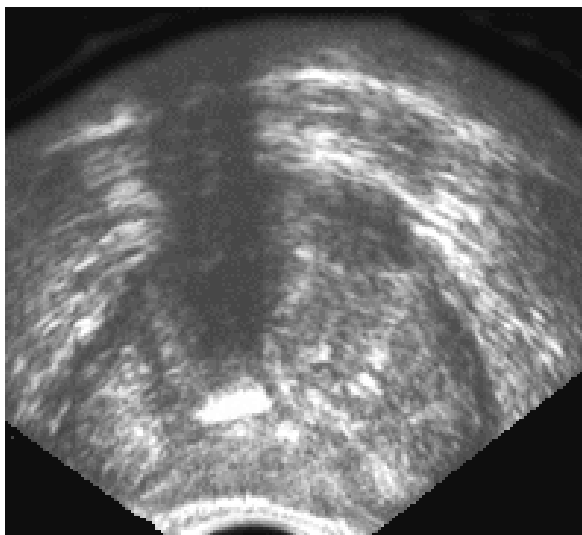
УЗИ-сканограмма больного А.А., 60 лет, при поступлении: кальцинаты парауретральной локализации.
